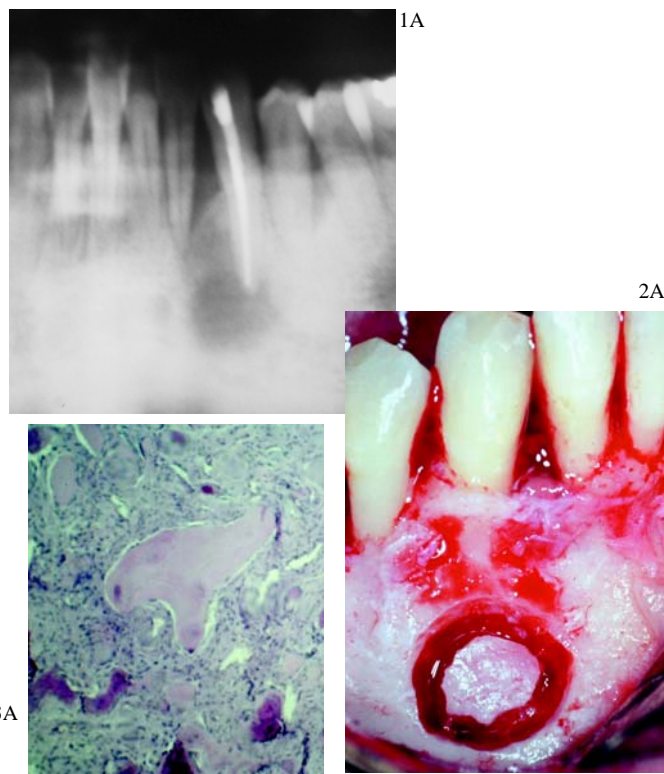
Caso 1. 1A. Radiografía de la lesión periapical. 2A. Imagen clínica de la intervención. 3A. Estudio anatomopatológico que muestra el estroma fibroso y la presencia de material osteoide y calcificaciones distróficas.
